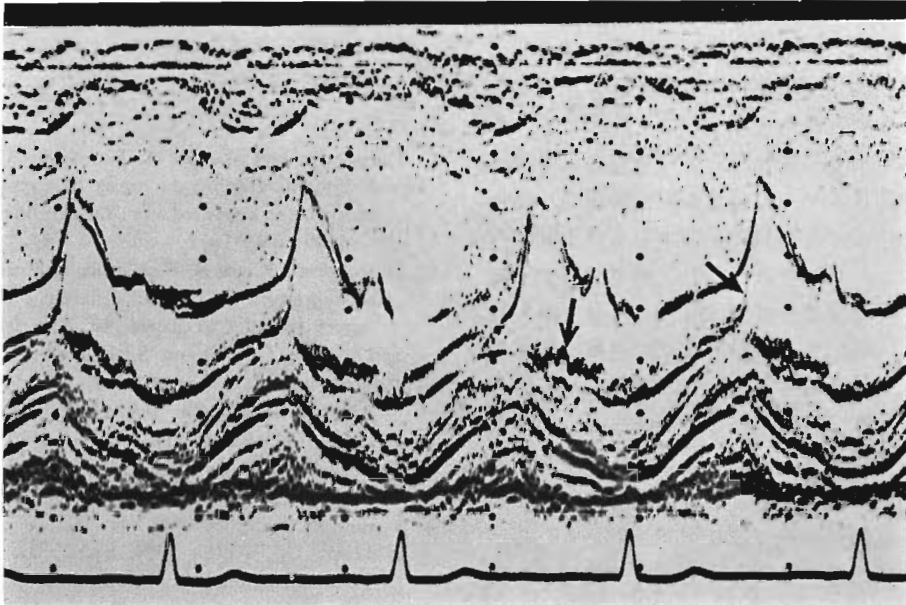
M-mode echocardiogram of the mitral valve with chordal rupture of the anterior mitral leaflet (Patient No. 4).
